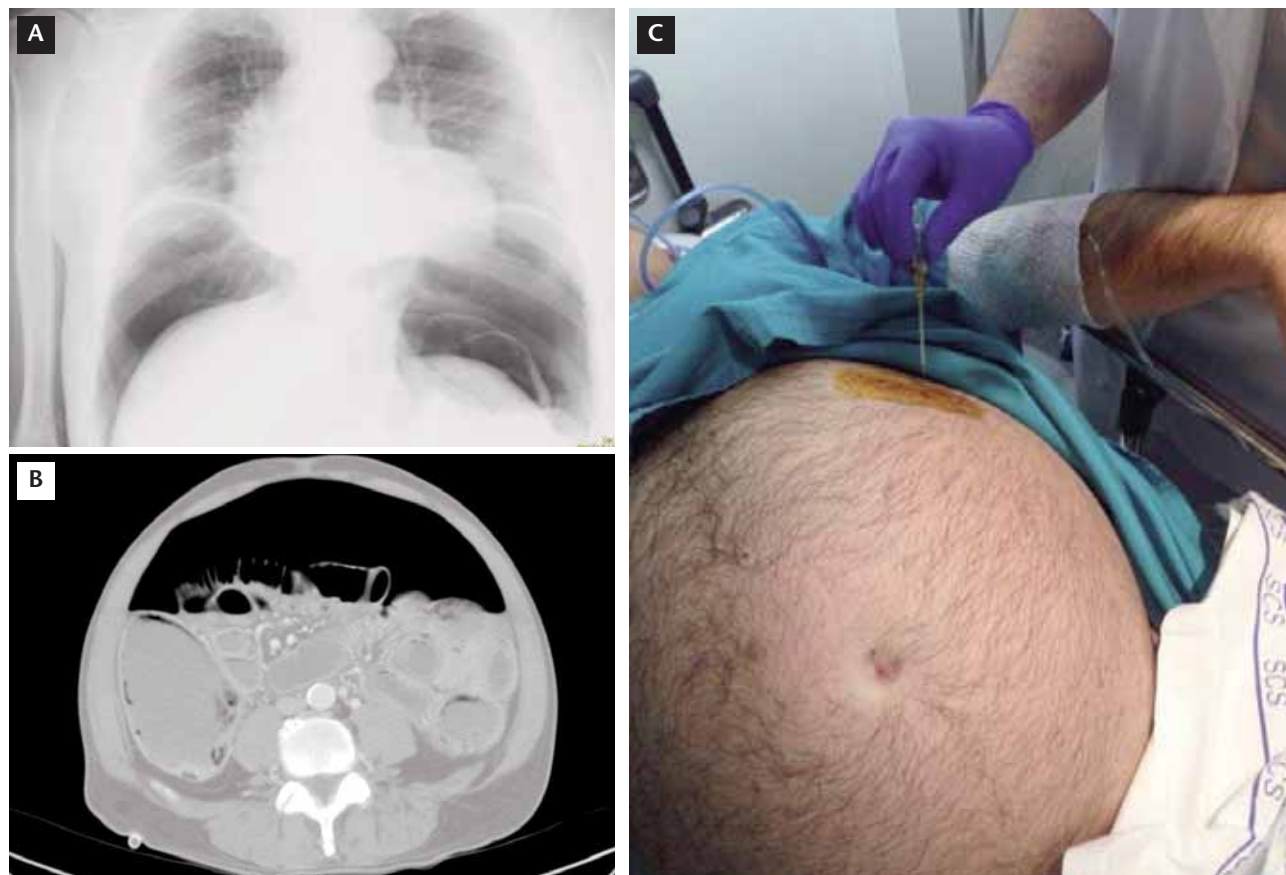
Radiografía de tórax (A) y TC abdominal (B) que muestran neumoperitoneo. Imagen de la punción del neumoperitoneo (C).
